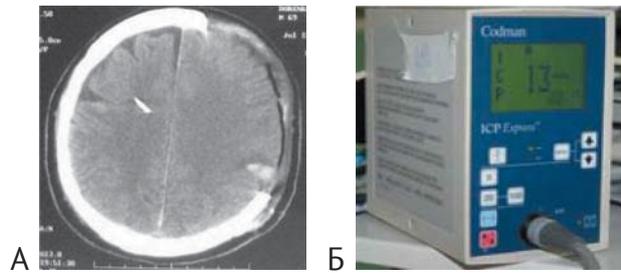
А. Компьютерная томограмма головного мозга больного В., аксиальная проекция. Первые сутки после проведения ДТЧ. В левой лобно-височно-теменной области визуализируется посттрепанационный дефект, в который пролабирует вещество мозга. В правую лобную долю установлен интрапаренхиматозный датчик измерения ВЧД «Codman». Б. Внешний вид прикроватного монитора «Codman» для интрапаренхиматозного измерения ВЧД
